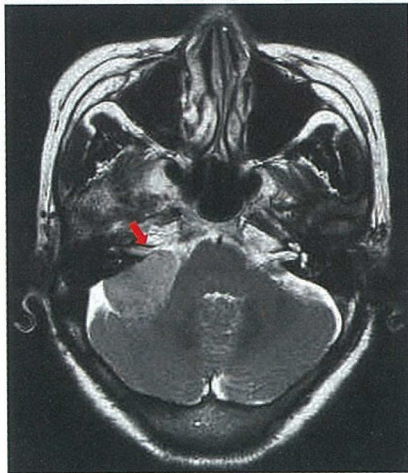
MRI T2 強調画 内耳道とそれに続く内耳が確認できる。赤矢印が内耳道。
